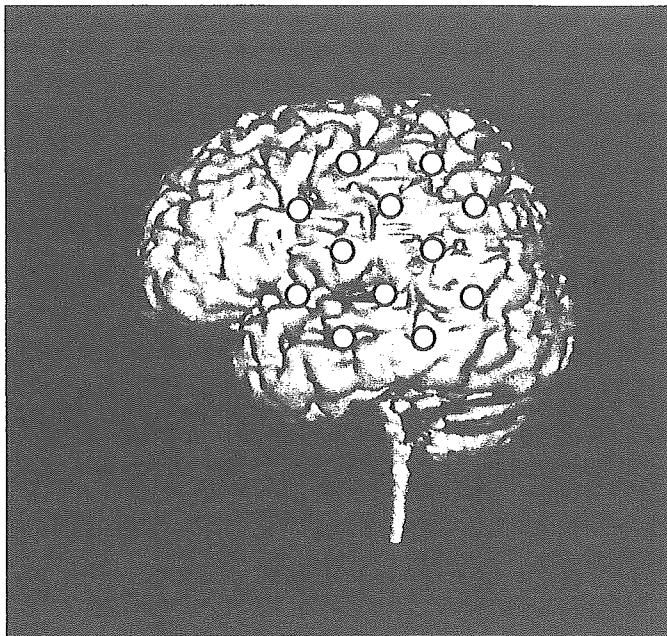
The measuring positions of the NIRS apparatus in the present study (open circles) are superimposed on a magnetic resonance image of a three-dimensionally reconstructed cerebral cortex. Two sets of probes covering a 6×6 cm² area were placed bilaterally on the subject's temporal regions.
